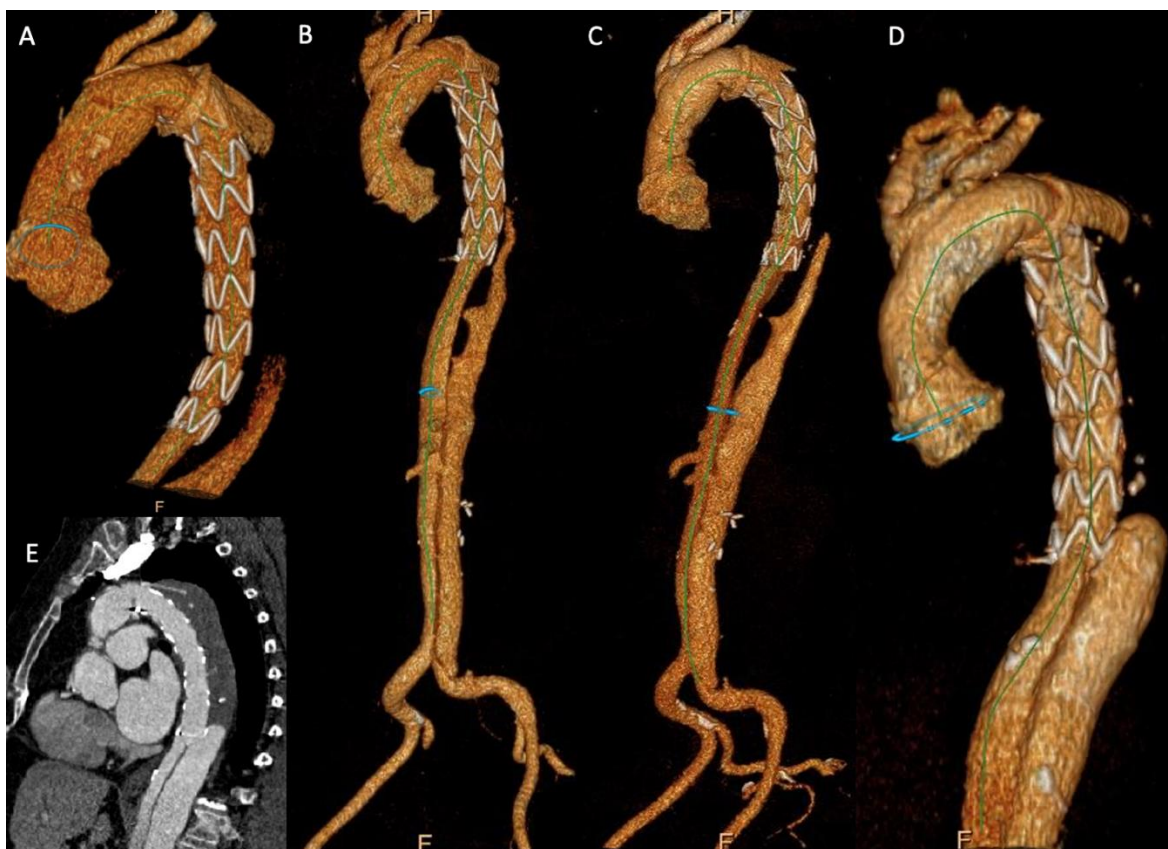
Динамика ремоделирования грудного отдела аорты по данным МСКТ, 3D-реконструкция А- выписка из стационара, В-через 1 год, С- через 3 года, D – через 6 лет.
